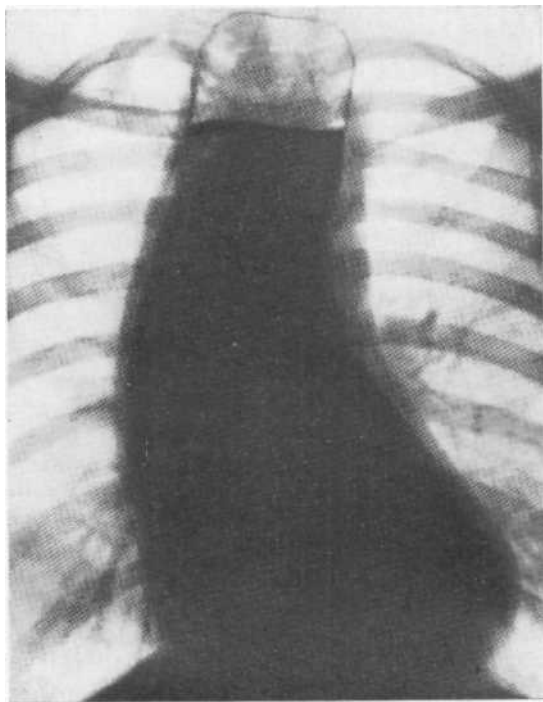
Обзорная рентгенограмма. Ахалазия кардии с резким расширением пищевода. Стенка пищевода становится красобразующей в срединной тени.
